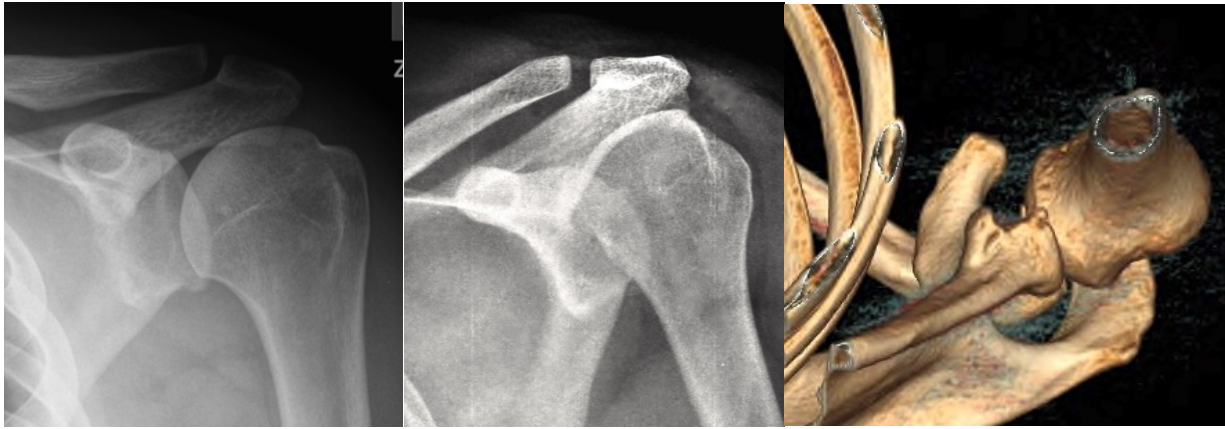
Bernaugau axilární RTG. a) normální nález, b) „Blunted angle“ zaoblení jinak trojúhelníkové hrany glenoidu. c) „Cliff sign“ obraz chybějící přední hrany glenoidu. (Edwards et al., 2003).
